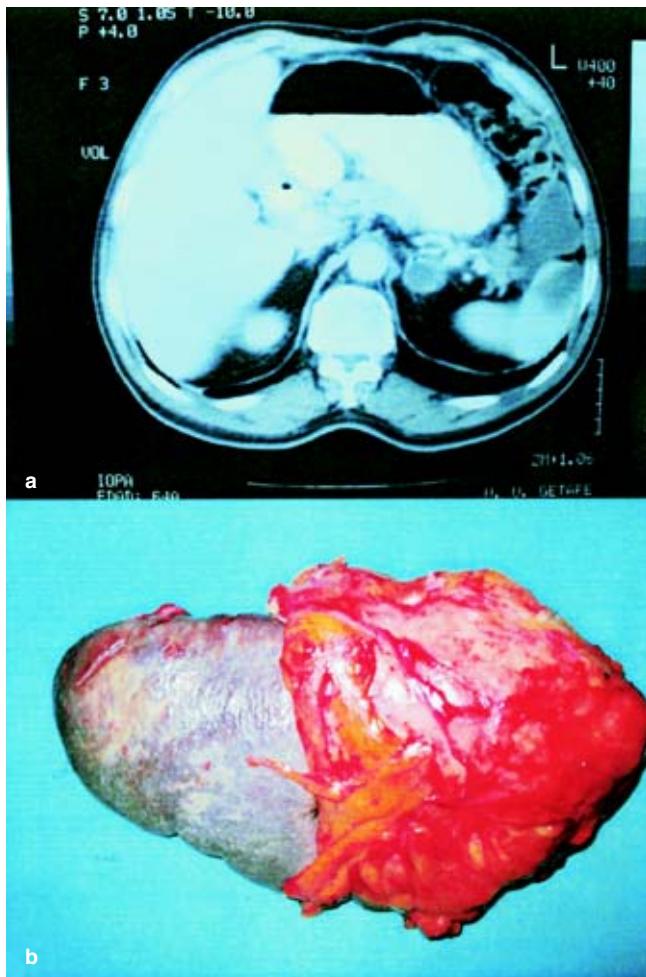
a) TC de abdomen: quiste hidatídico esplénico que depende de la porción anteroinferior de bazo. b) Pieza quirúrgica: bazo de 18 x 12 x 2.5 cm con quiste hidatídico de 15 x 12 x 2 cm.
